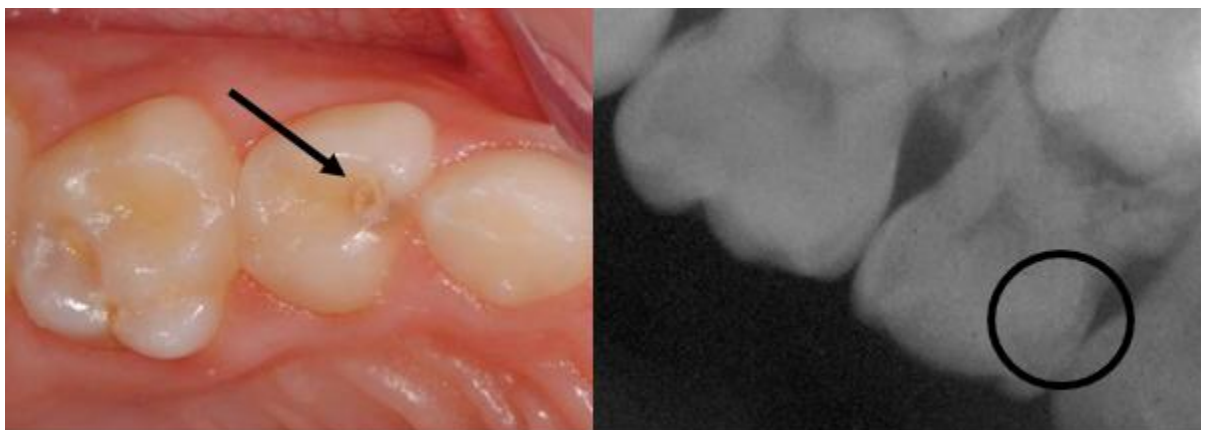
Caso clínico G com respectiva radiografia interproximal apresentado aos alunos matriculados no ultimo semestre dos cursos Graduação em Odontologia da FOA-UNESP (Dente 85, superfície oclusal, código ICDAS 4, lesão ativa).
